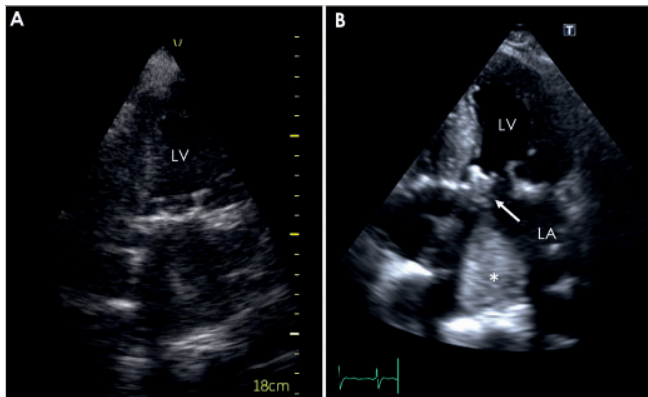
Cardiac ultrasound findings using a handheld device versus comprehensive echocardiography in an obese patient with an artificial mitral valve and suspected cardiac source of embolism. A: Handheld device imaging yielded poor diagnostic quality, with limited visualization of relevant cardiac structures dictating immediate further evaluation. B: Subsequent comprehensive echocardiography revealed left atrial thrombosis (*) involving the prosthetic mitral valve (arrow), providing a definitive diagnosis.
